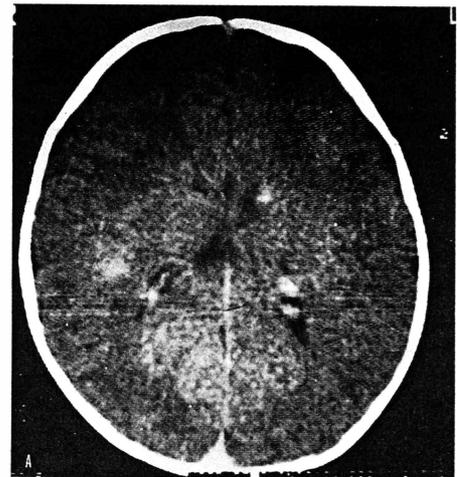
Tomografia axial computadorizada com calcificações subependimárias nos ventrículos do cérebro
